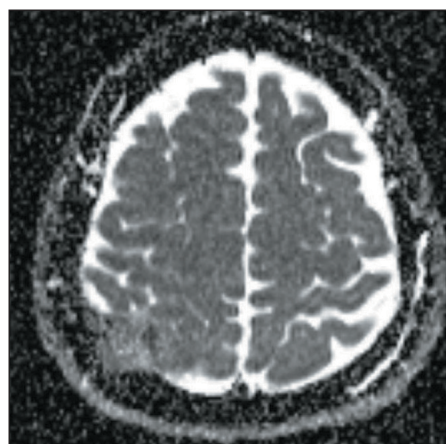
МРТ головного мозга в DWI-режиме, коронарная плоскость
